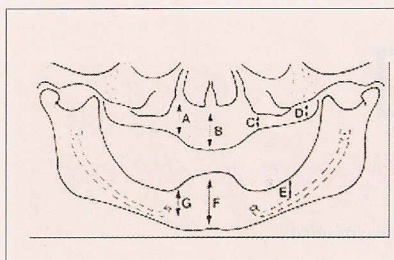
puntos de referencia de la ortopantomografía para la valoración del hueso disponible (Adaptado de Misch)
